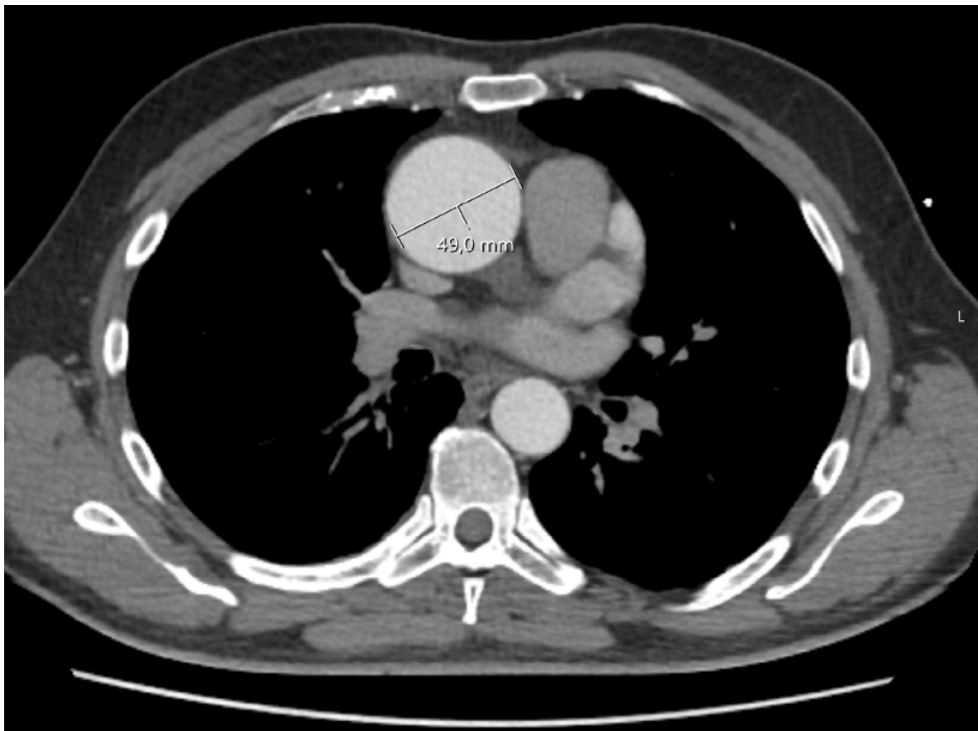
Präoperative CT mit Messung des maximalen Gefäßdurchmessers der Aorta ascendens (49 mm)
